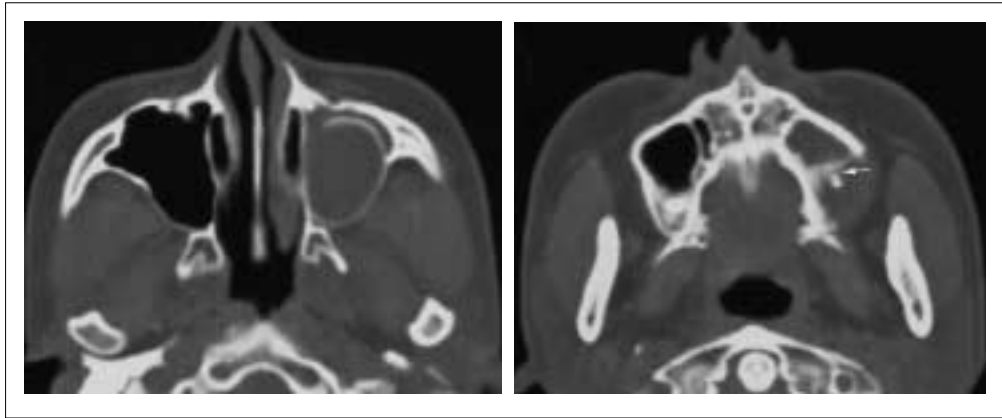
歯原性角化 胞のCT横断像：左上顎洞に単房性の 胞様病変が認められる．リング状の骨は上顎洞内へ拳上した上顎洞底と考えられる(a)．根尖レベル(b)では，病変の内部に臼歯根尖が認められるものの，根尖の前方の歯槽骨に吸収はなく(矢印)，歯根 胞は考えにくい．
